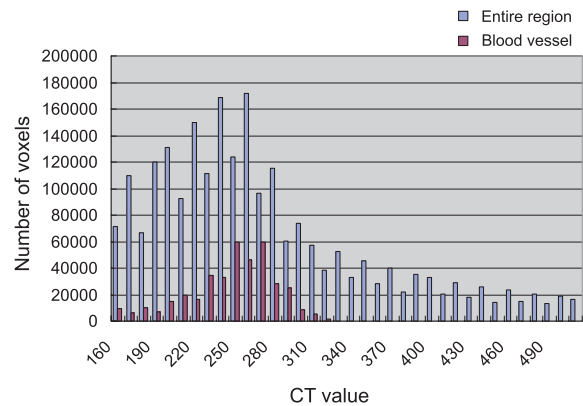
CT value histogram
